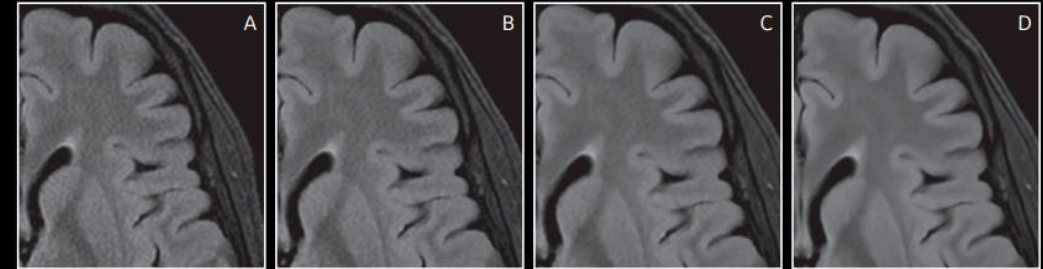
Intelligent Ringing Suppression and SNR improvement with AIR™ Recon DL. Shown are representative images of (A) conventional MR image reconstruction (same image as Figure 1F) compared to (B) AIR™ Recon DL using a high SNR improvement level, which demonstrates Gibbs ringing artifact elimination, sharper structures and noise removal.
